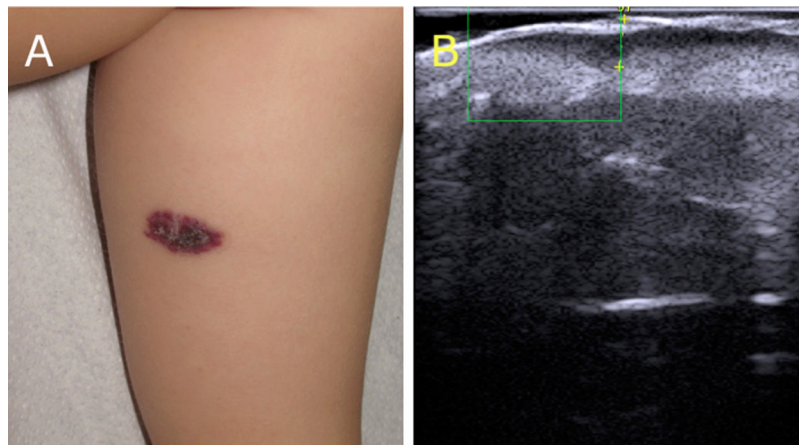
Imagen clínica y ecográfica del angioqueratoma. A. Angioqueratoma circunscrito. Placa eritematoviolácea de superficie hiperqueratósica, clínicamente indistinguible de una malformación venosa verrucosa. B. Ecografía cutánea (22 MHz). Hiperecogenicidad epidérmica con canales vasculares limitados en la dermis papilar, sin señal de color Doppler.
